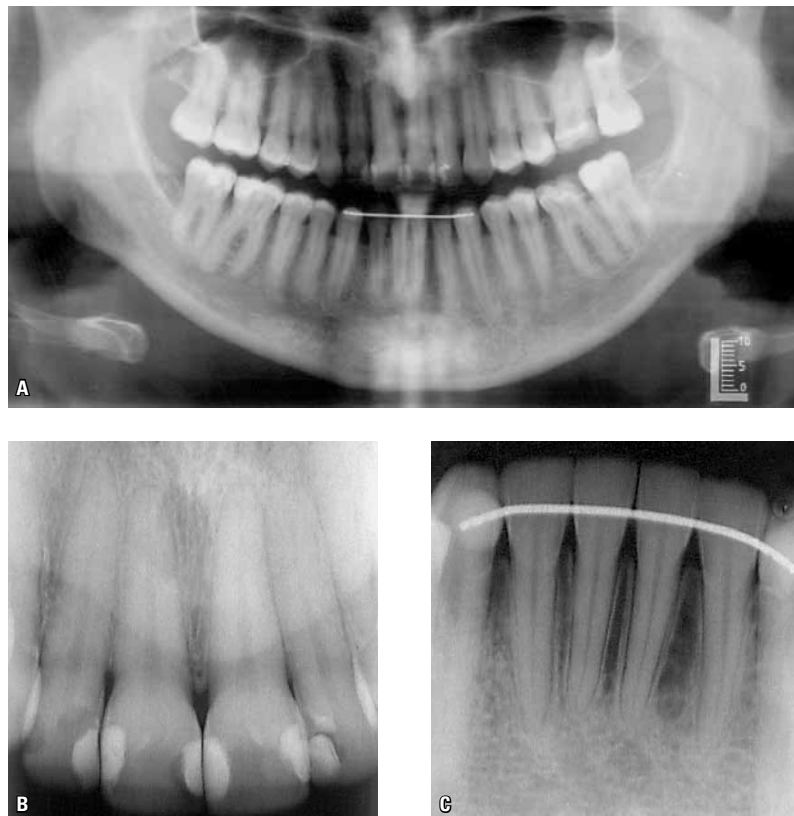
Radiografias finais: A) panorâmica e B, C) periapicais de incisivos.
